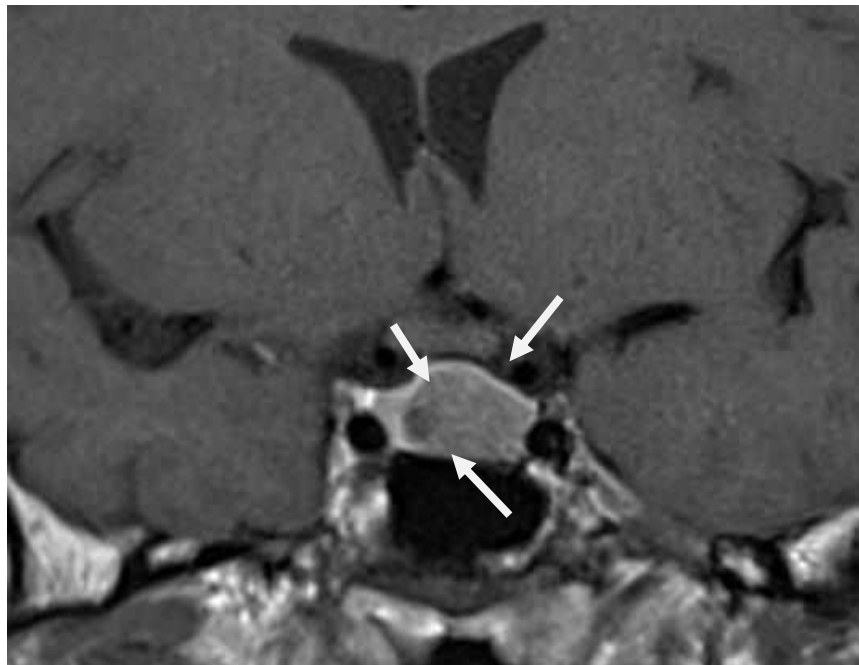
МРТ у пацієнта Л-ко, 44 роки (історія хвороби №154589) з ендосупраселлярною ГНАГ: візуалізація копремованого гіпофіза, що більш інтенсивно за пухлину накопичує контраст біля лівого КС та тонким шаром на верхньому полюсі пухлини, T2 на коронарному зрізі, спостереження №488.
